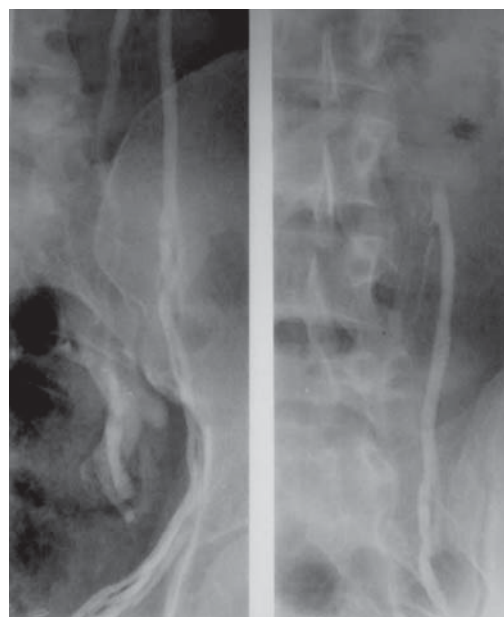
Рецидив варикоцеле после операции Иванисевича (рентгенограмма).
